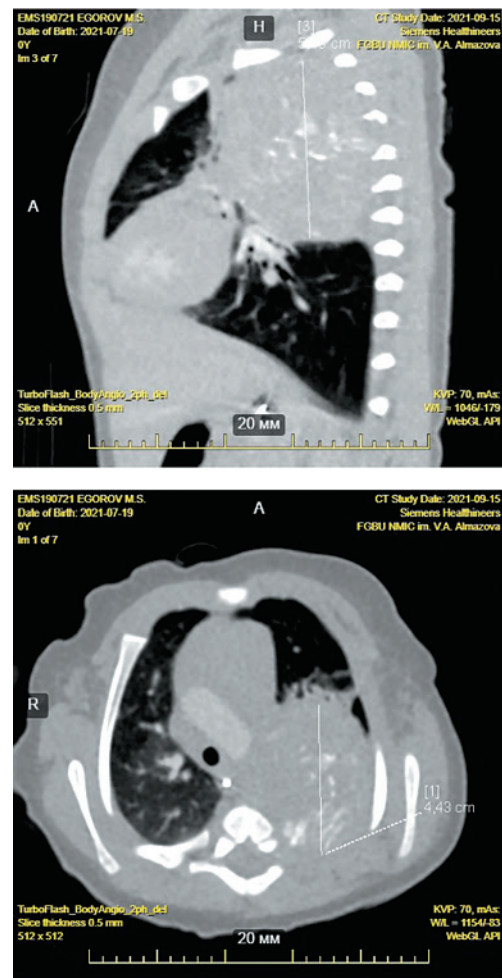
КТ ОГК: в заднем средостении слева объемное образование размерами 44 x 36 x 52 мм с четкими ровными контурами, неравномерно накапливающее контрастный препарат, прилежит к задним отрезкам III–V ребра, к нисходящему отделу аорты, ветви левой легочной артерии, компримирует верхний и нижний долевыми бронхи с образованием субателектаза верхней доли левого легкого
